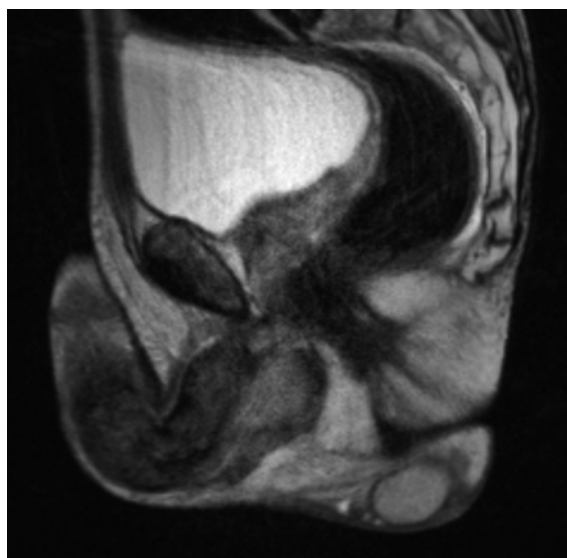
MRI des Beckens mit Priapismus und Läsion in der Pensibasis.
